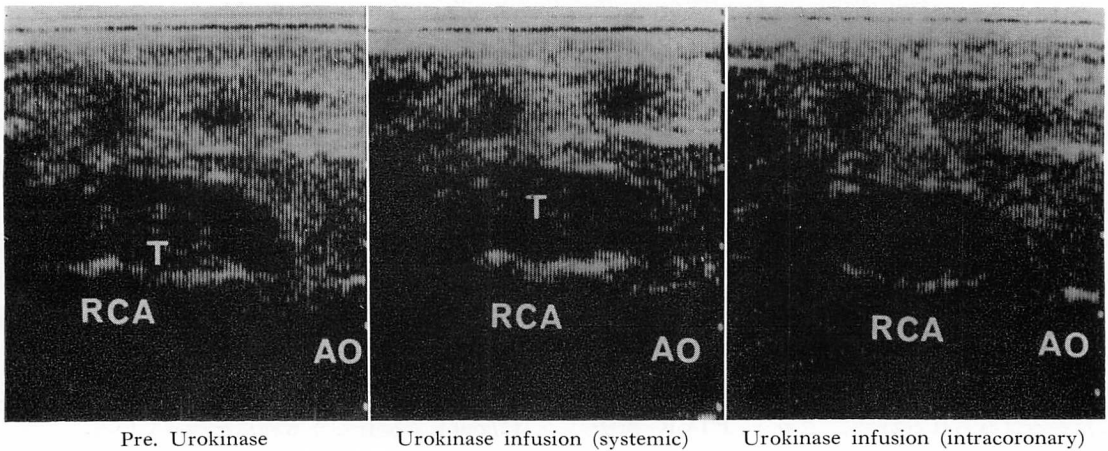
Serial two-dimensional echocardiograms before and after thrombolysis (Case 6: 6-year-old boy).
